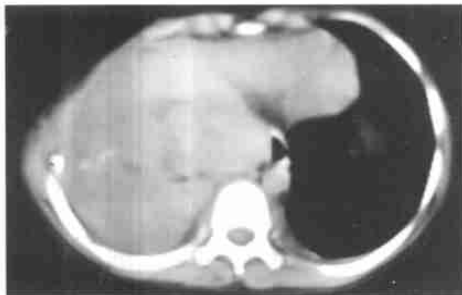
胸壁原始神经外胚层肿瘤 CT 平扫, 示右侧胸腔大片等密度肿块, 右侧肋骨破坏
